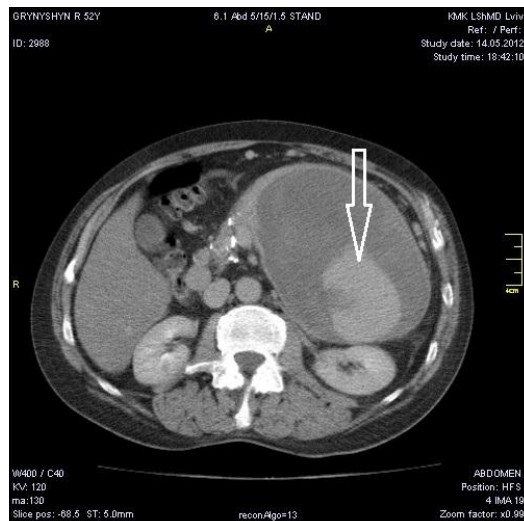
КТ псевдокісти з зоною розрідження (рідка кров) у центрі (стрілка).
